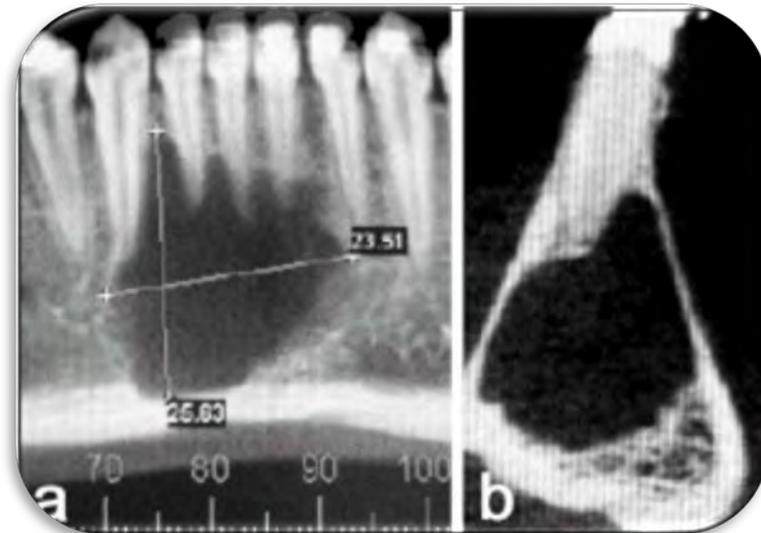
Imagen panorámica (a) y corte transversal de la Tomografía computarizada (b), revelando la extensión de la lesión.<sup>19</sup>
